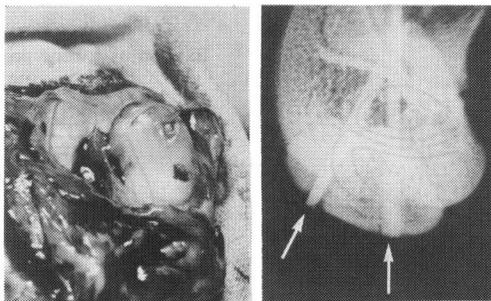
骨釘移植実験 (左：肉眼像，右：X線像)
